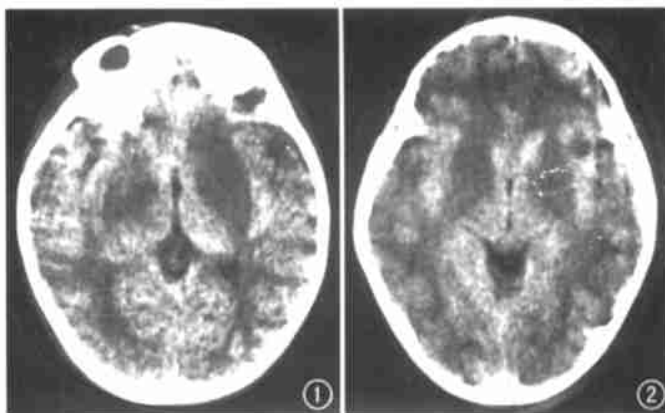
2 CT 示双侧基底节见对称扇形低密度灶, 边界清, 双侧侧脑室缩小。
